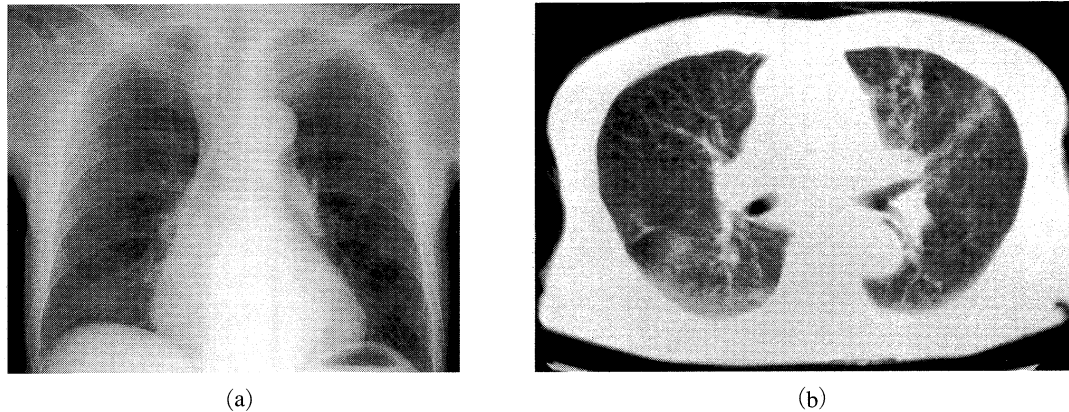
a) Chest radiograph and b) Chest CT scan after treatment
